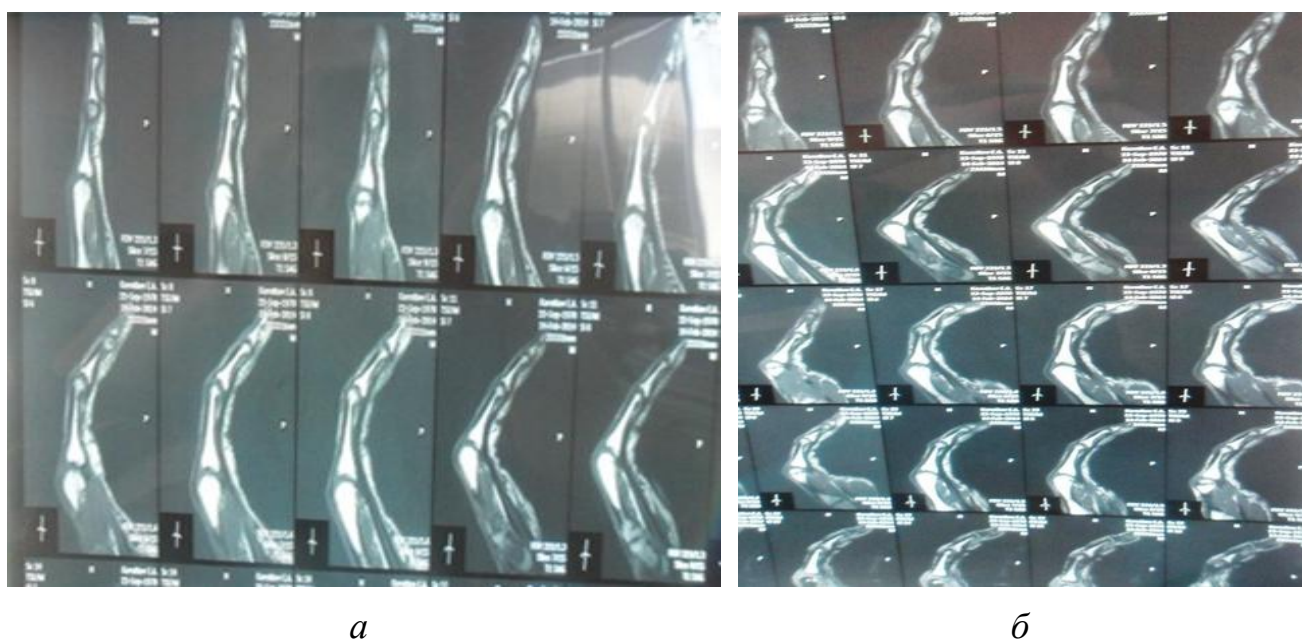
МРТ-картина II пальца правой кисти в определенных положениях суставов пальца: *а* – положение разгибания, *б* – положение сгибания
